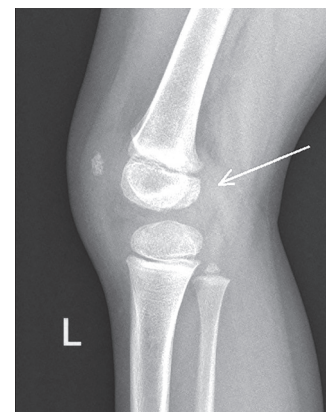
Рентгенография коленного сустава в боковой проекции с признаками локальных дистрофических изменений задней поверхности мыщелка бедренной кости у ребенка с ювенильным артритом: ограниченная зона шероховатости заднего контура – ненагружаемая часть с признаками неравномерности структуры костной ткани и кистовидной перестройки
